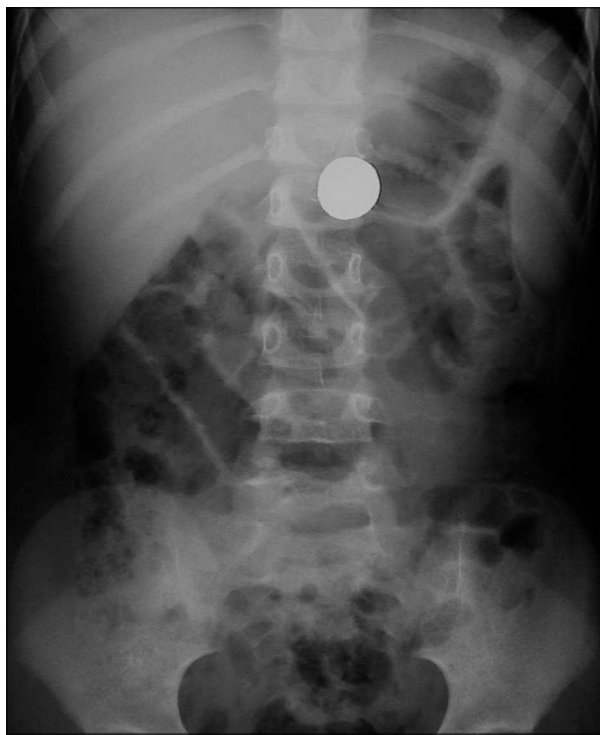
Radiografía simple anteroposterior de abdomen obtenida al ingreso, donde se observa una imagen radioopaca alojada en antro gástrico.
